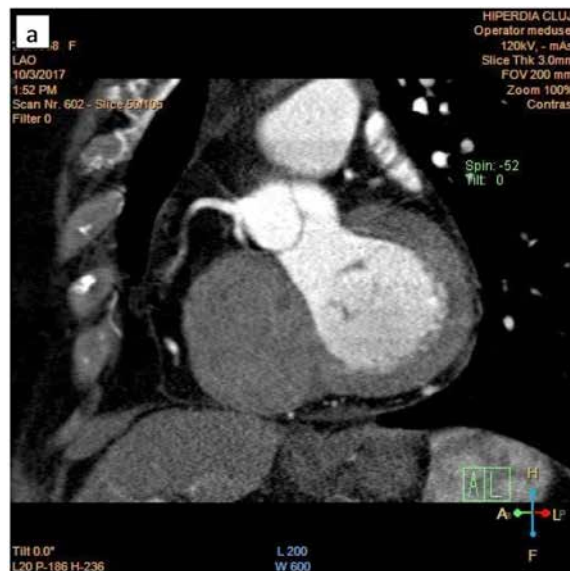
Examinarea angio-CT relevă: a. originea din sinusul coronarian drept atât a arterei coronare drepte, cât și a arterei circumflexe, care prezintă un traseu retroaortic și b. emergența doar a arterei interventriculare anterioare din sinusul coronarian stâng
